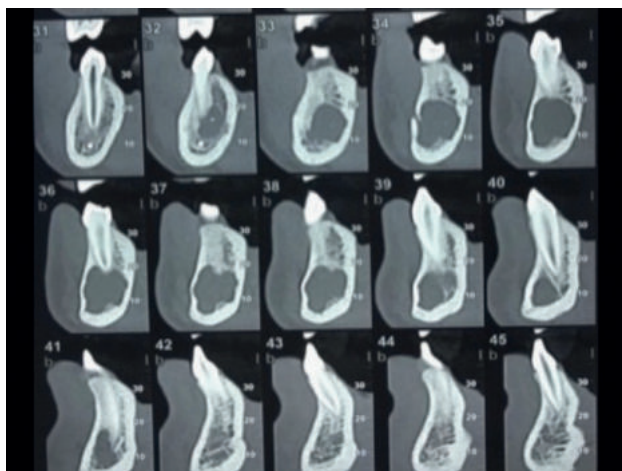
Corte ortorradiar CBCT mandibular.
